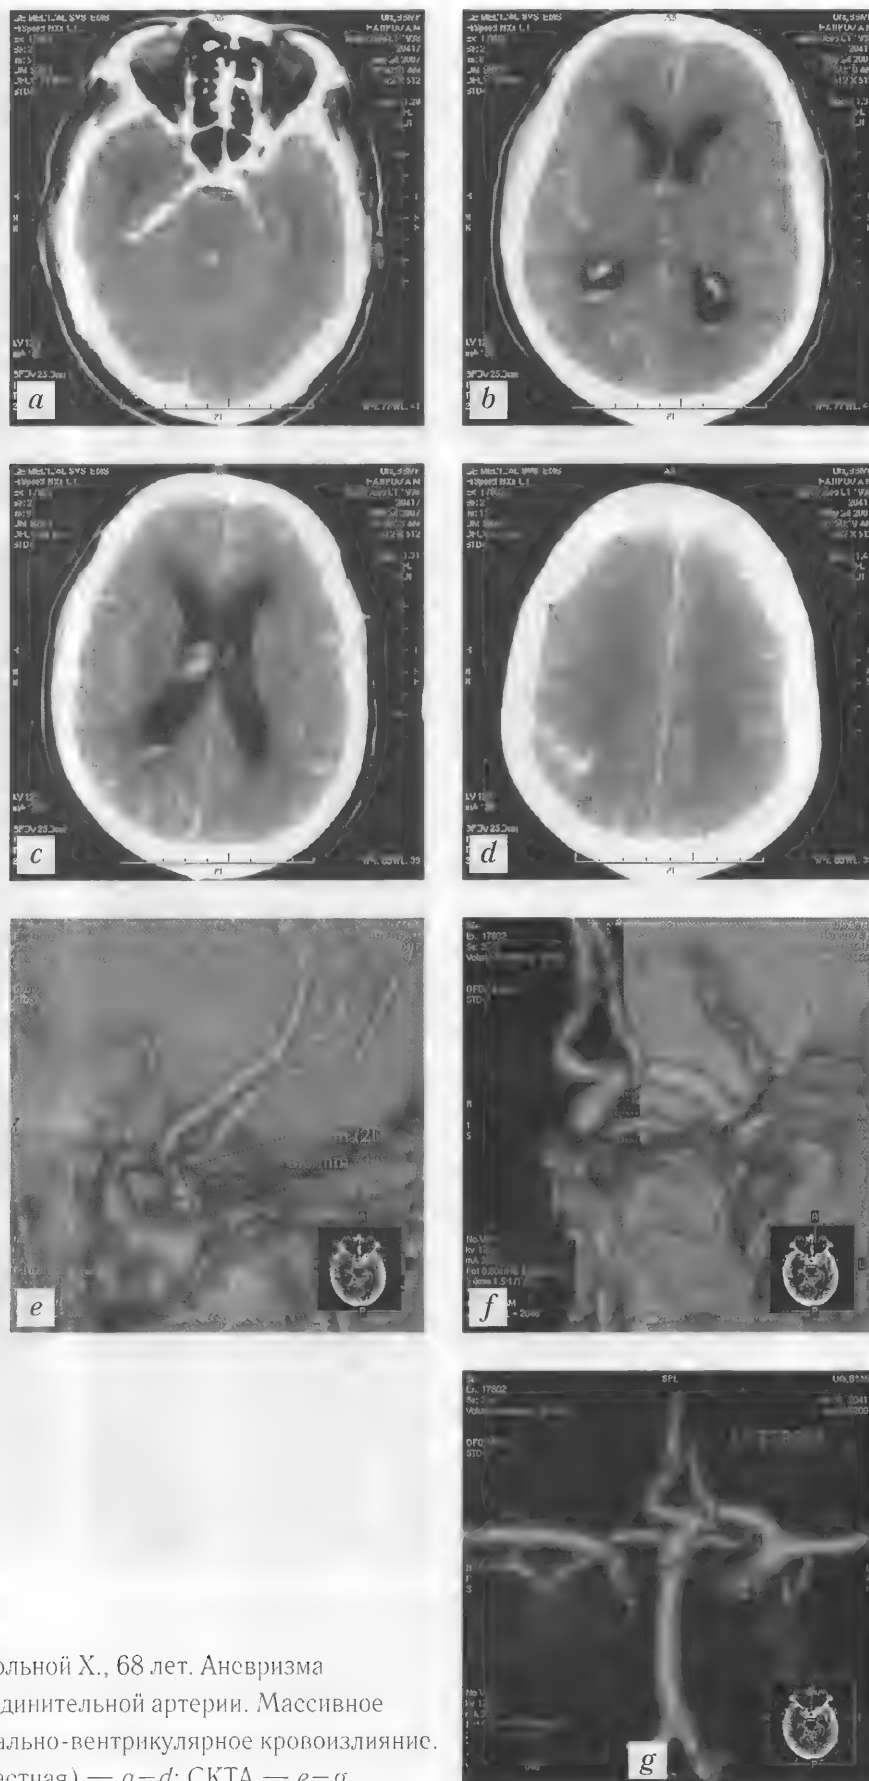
Больной X., 68 лет. Аневризма передней соединительной артерии. Массивное субарахноидально-вентрикулярное кровоизлияние. КТ (неконтрастная) — *a–d*; СКТА — *e–g*
